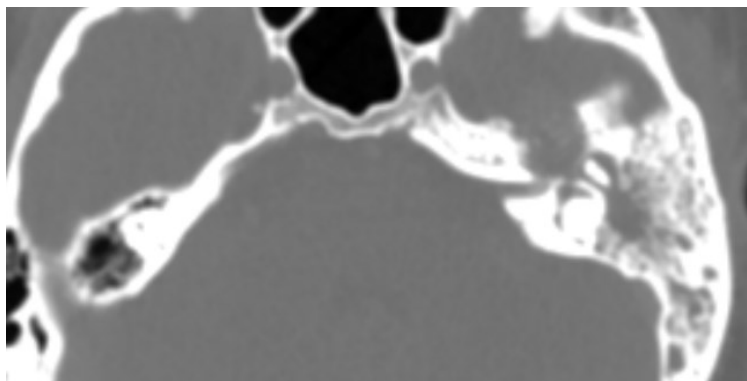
КТ височных костей
